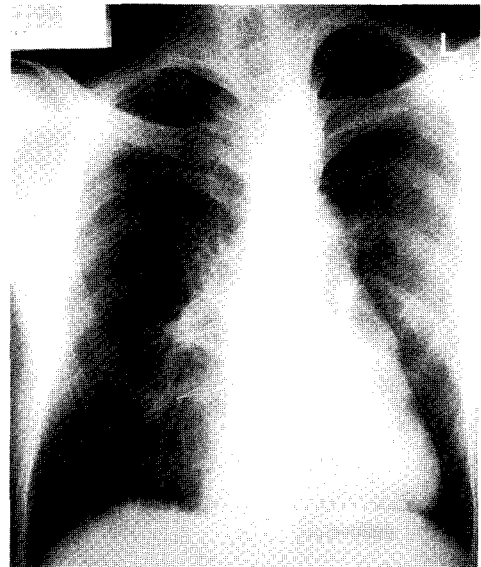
Postoperative chest PA radiograph shows figure of 8 sternal wires and traction wires.
